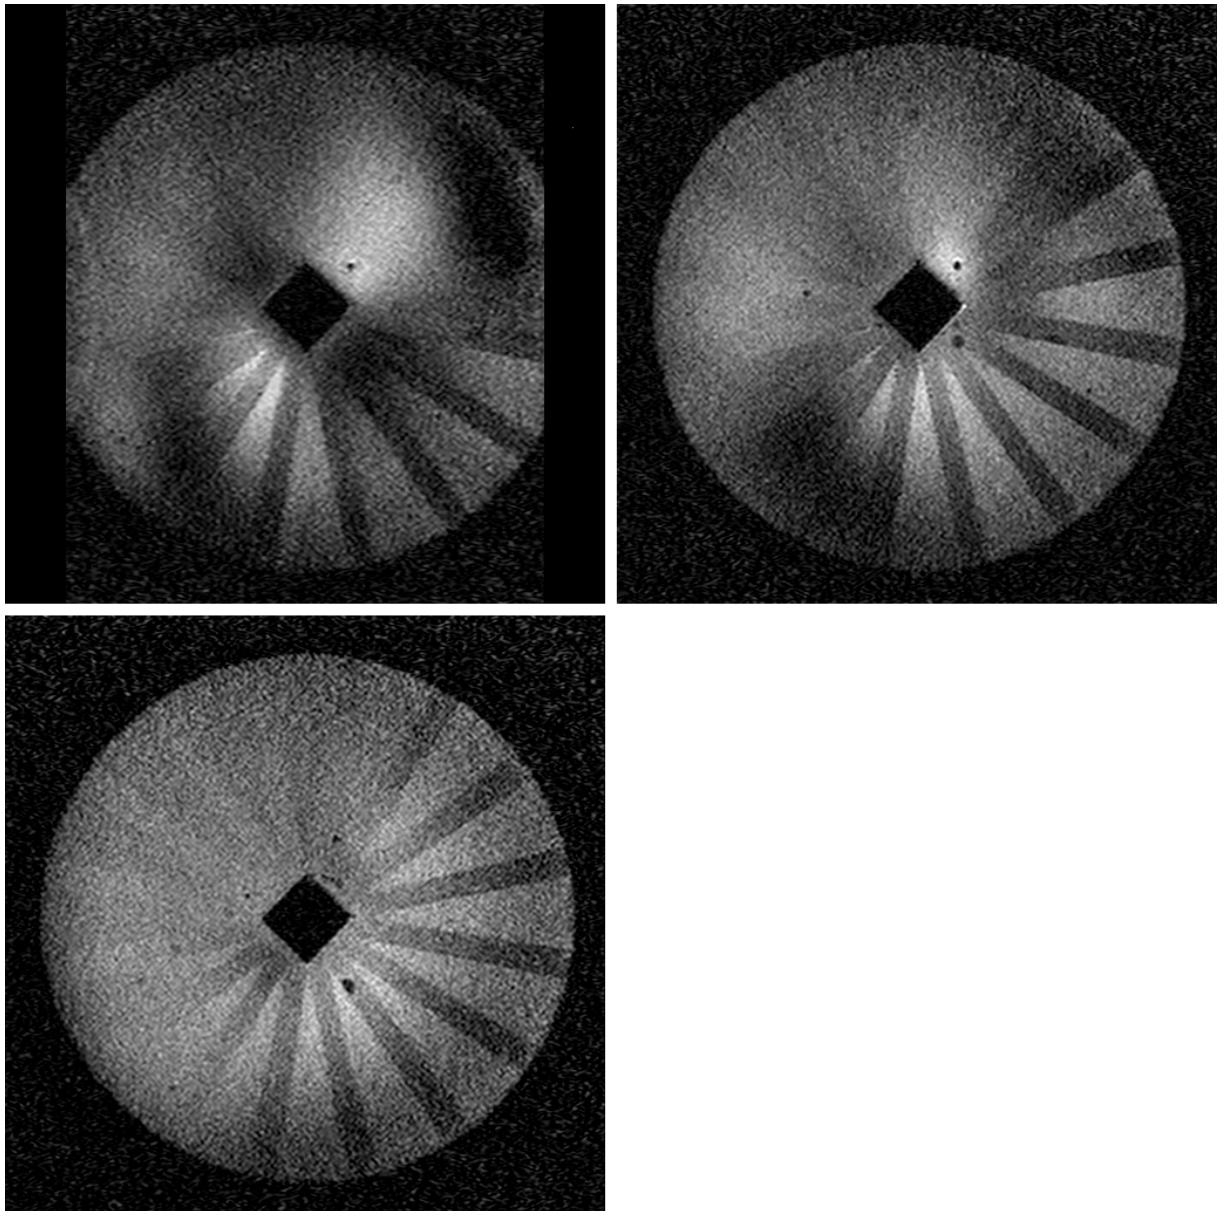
Vergleich der MRT-Bilder des Schichtdickenphantoms mit unterschiedlichen Schichtdicken, links oben 0,3 mm, rechts oben 0,4 mm und links unten 0,6 mm Schichtdicke
